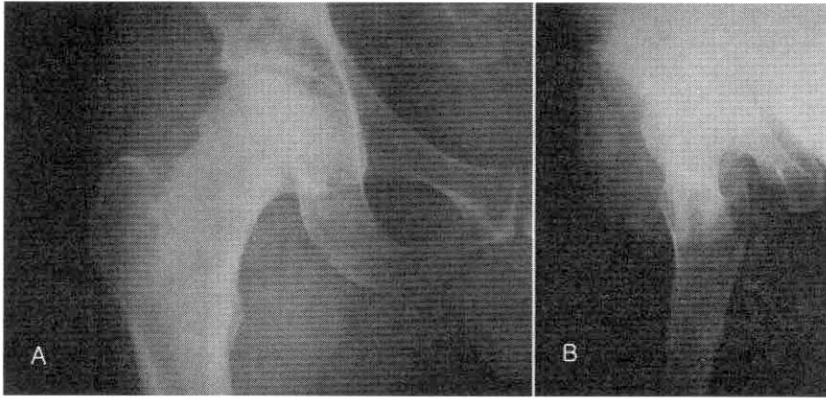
Follow up X-ray(2004-4-27)
